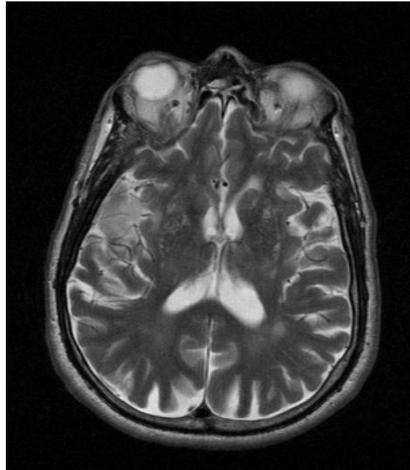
Imagen de resonancia magnética en T2, paciente AB.
